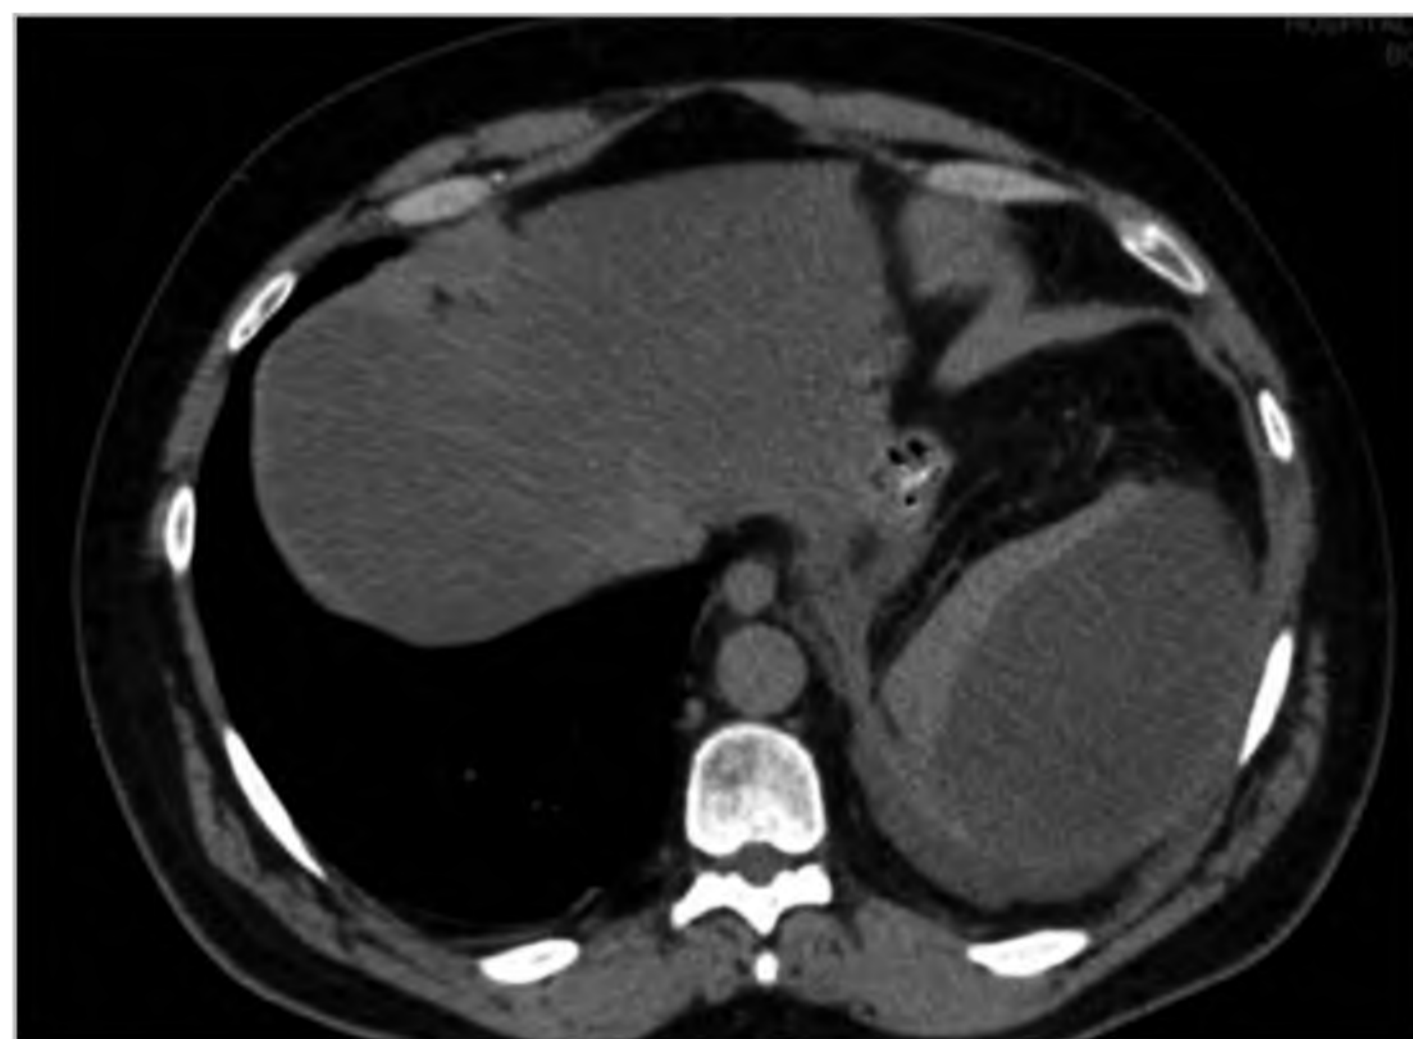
Hematoma esplênico à TC.
